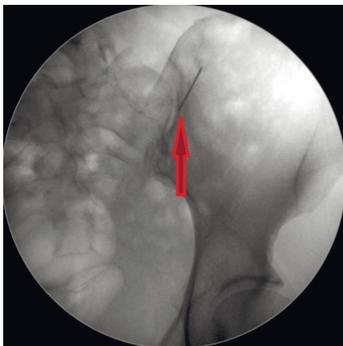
Селективный блок правого крестцово-подвздошного сочленения. Рентгенограмма области крестца и правой подвздошной кости в прямой проекции: Игла установлена тотчас по задней поверхности суставной щели правого крестцово-подвздошного сочленения.
